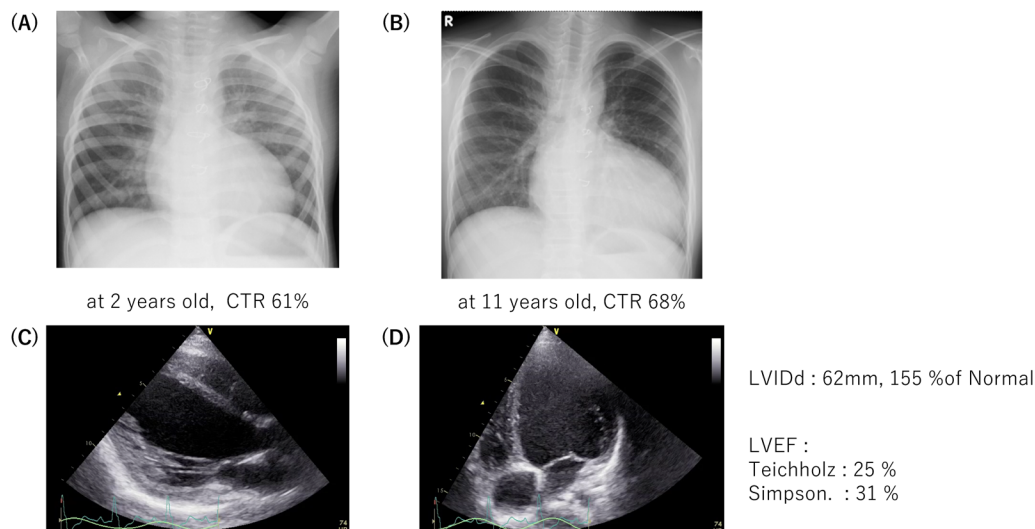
症例 1 の胸部レントゲンと心エコー図
